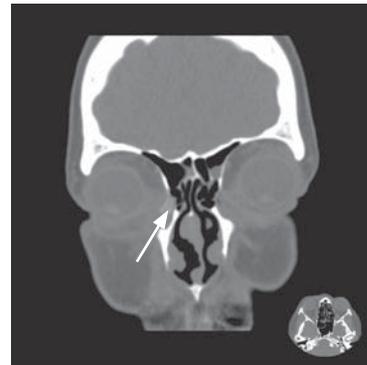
КТ орбит и околоносовых пазух в корональной плоскости. Плотное образование в основании слезного мешка и нижних отделах носослезного канала.
